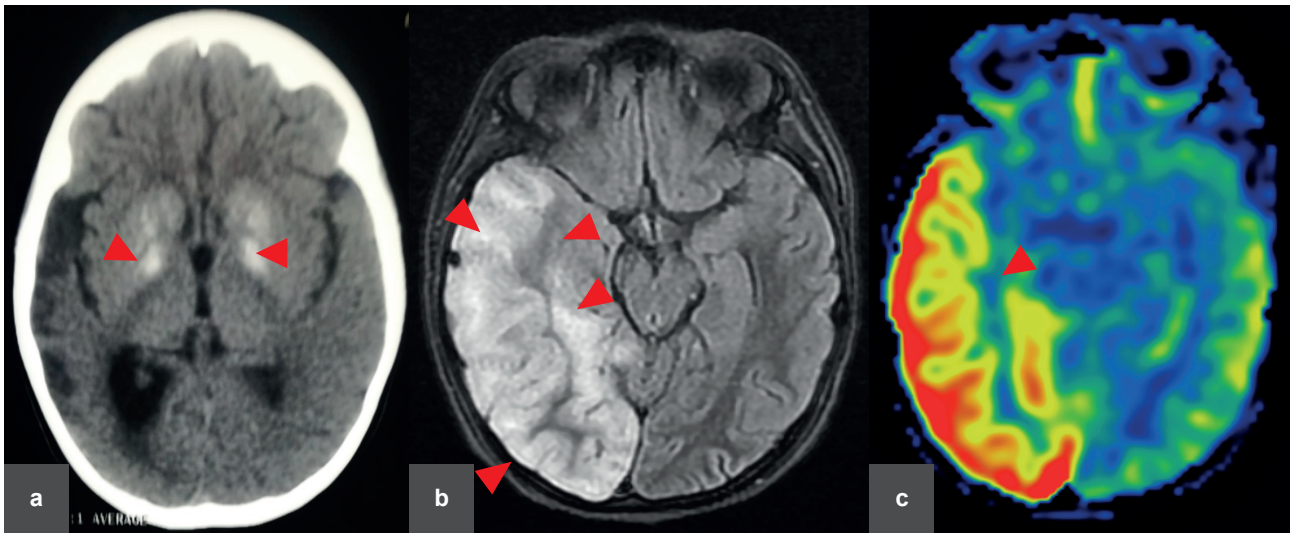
Neuroimágenes caso 2: a) Tomografía cerebral sin contraste (9a 11m): con calcificaciones bilaterales en núcleos de la base y cabeza de núcleo caudado bilateral. b) RMN cerebral, axial FLAIR: hiperintensidad en región temporo parieto occipital derecha. c) SPECT (10a 3m) Hipoperfusión en región temporo parieto occipital derecha.
